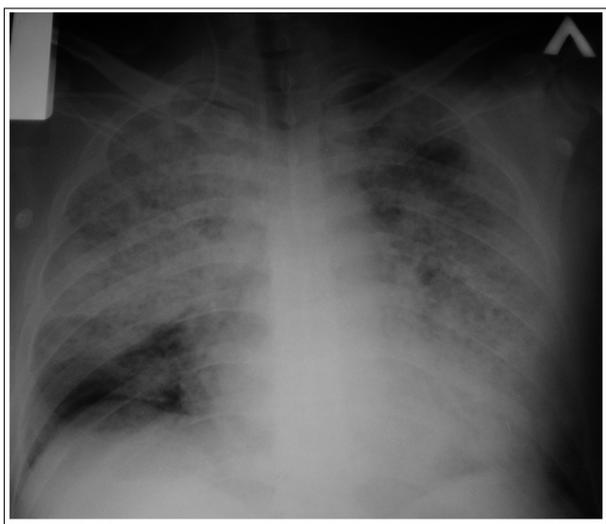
Рентгенограмма больного, 9-е сутки после травмы, 7-е сутки в РАО: 2-ст субтотальная пневмония. Прогрессирование альвеолярного отека. ОРДС.
